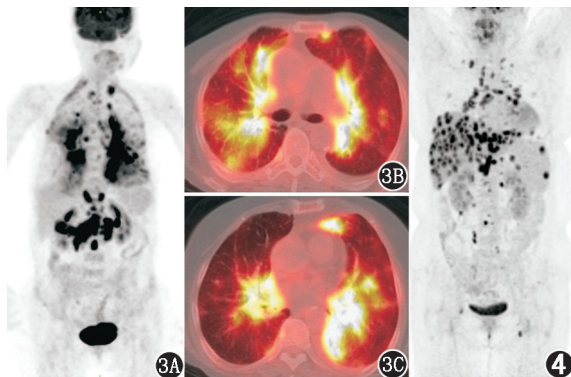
肺癌肺内转移、淋巴结转移患者(女,71 岁)¹⁸F-脱氧葡萄糖(FDG) PET/CT 显像图。3A. PET 最大密度投影(MIP) 图见双肺内大片代谢增高区,双肺门周围分布为主,双侧对称,上腹部多发代谢增高淋巴结;3B,3C. 肺窗横断位融合图像见双肺内代谢增高区主要分布于支气管血管束 图 4 子宫内膜癌术后伴结节病患者(女,46 岁)¹⁸F-FDG PET/CT 显像图。MIP 图见纵隔及双肺门、腹部及左腹股沟区多发代谢异常增高淋巴结,肝、脾内大量代谢异常增高结节
